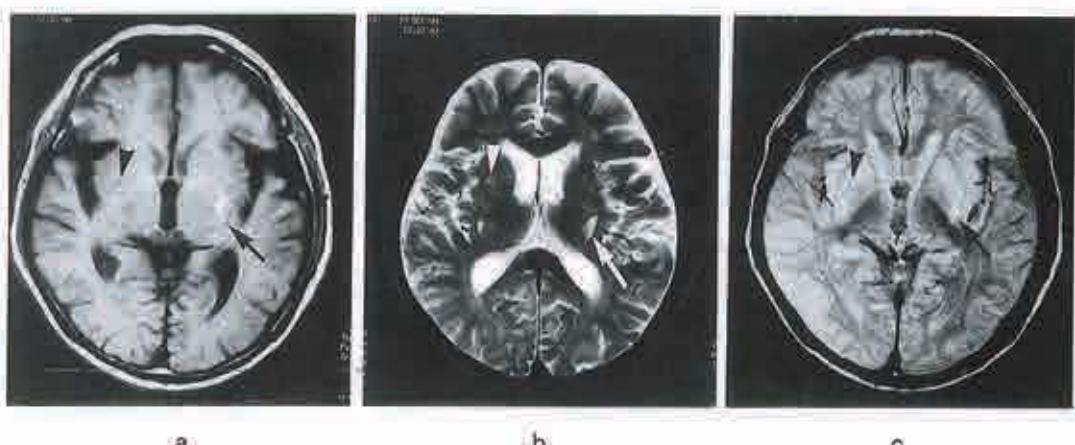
ラクナ梗塞と拡大した脳血管周囲腔のMRI像
